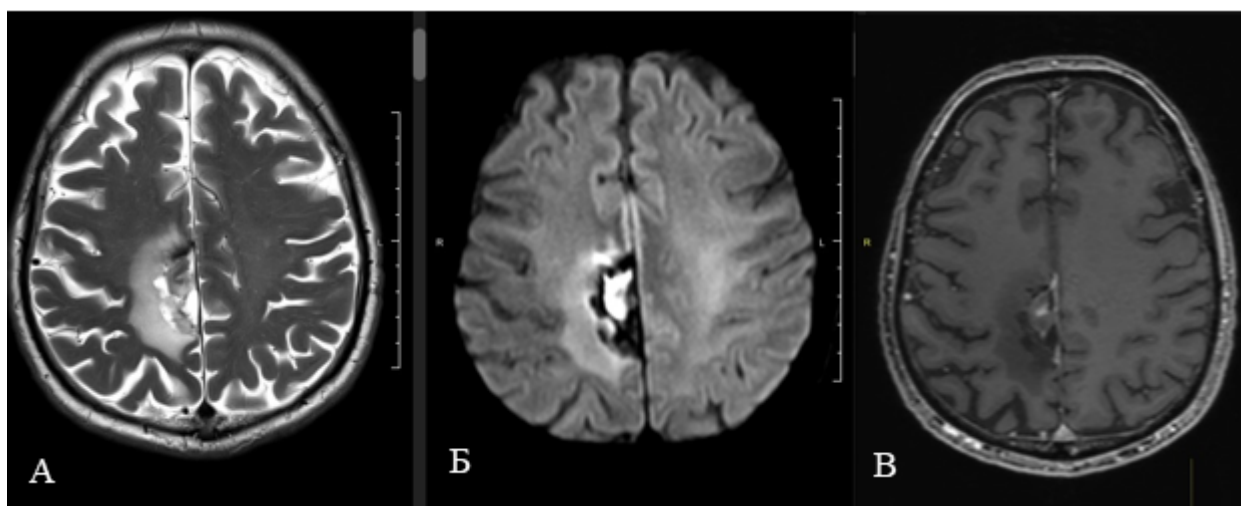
Аксиальные срезы МРТ головного мозга пациента с метастазом НМРЛ в медиальные отделы правой лобной доли после проведенного предоперационного стереотаксического радиохирургического облучения и последующего микрохирургического удаления с развившемся радионекрозом через 3 месяца. А – гиперинтенсивный сигнал в Т2-ВИ; Б – высокий сигнал в DWI-1000; В – гетерогенное накопление контраста в Т1+С
